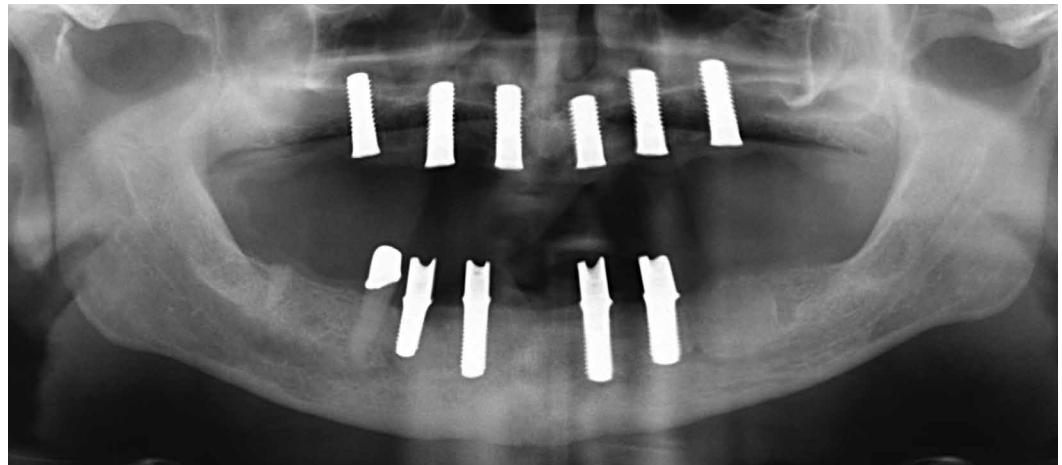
Abschließend wurde noch ein Kontrollröntgenbild erstellt.
